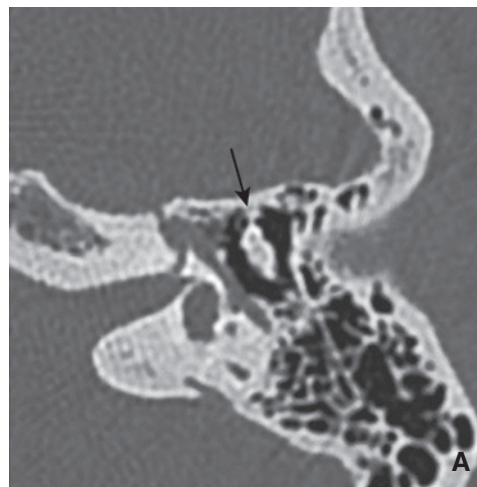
Fixation de la tête du malleus. Coupes TDM axiale (A) et sagittale oblique (B) : pont osseux (flèches) fixant la tête du malleus à la paroi antérieure de l'épitympan.
